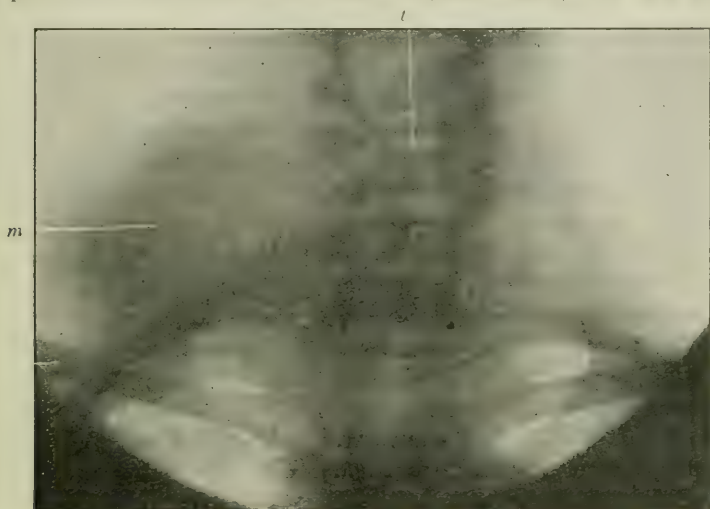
Radiographie de la malade figure 102. — *m*, silhouette du lobe cancéreux ; *t*, trachée déviée, se projetant en clair sur la colonne vertébrale.
